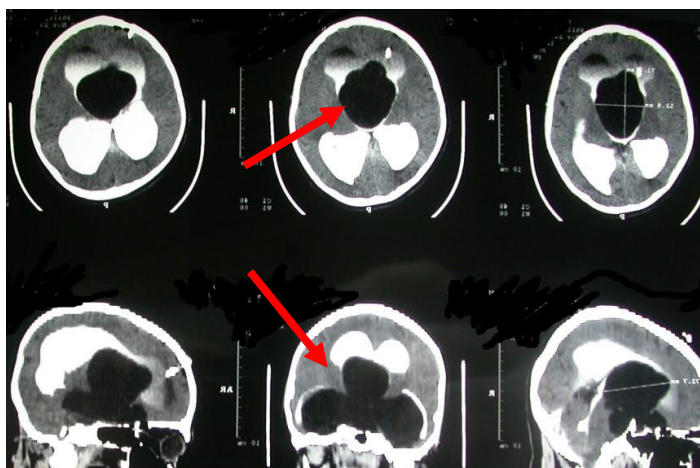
СКТ-вентрикулография. Наблюдение №14, больной Б., 5 лет история болезни №1163-08. Д-з: Многокамерная киста хиазмально-селлярной области, препятствующая распространению контраста по желудочковой системе (указана стрелками)
